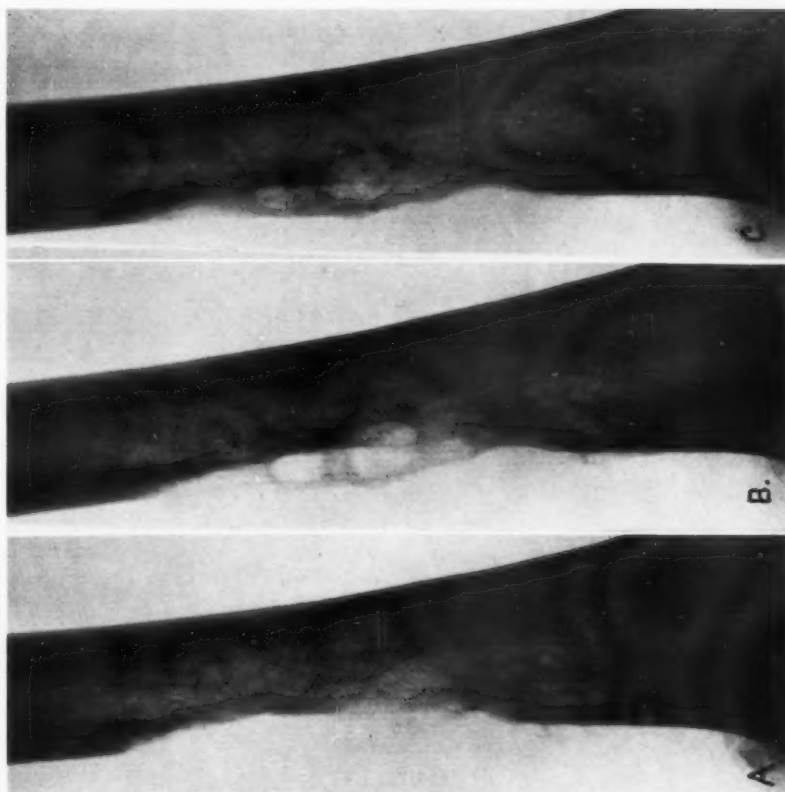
Parostale Hypernephrommetastase im linken unteren Femurdrittel bei 55 jährigem Mann. A = Aufnahme vom 13. 6. 31. Kompaktansur. B = Aufnahme vom 22. 7. 31. Beginn der Regeneration. C = Aufnahme vom 15. 9. 31. Weitergehende Regeneration mit beginnender Rekonstruktion der Kompakta. (Röntgenaufnahmen der Krankenanstalt Neumünster; med. Abt. Zürich.)
